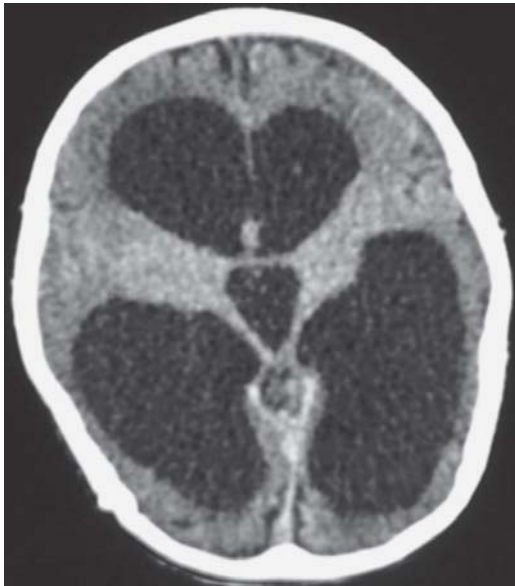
Tomografía de cráneo simple con dilatación del sistema ventricular con migración transependimaria. Pequeño hematoma subdural crónico frontal izquierdo.
